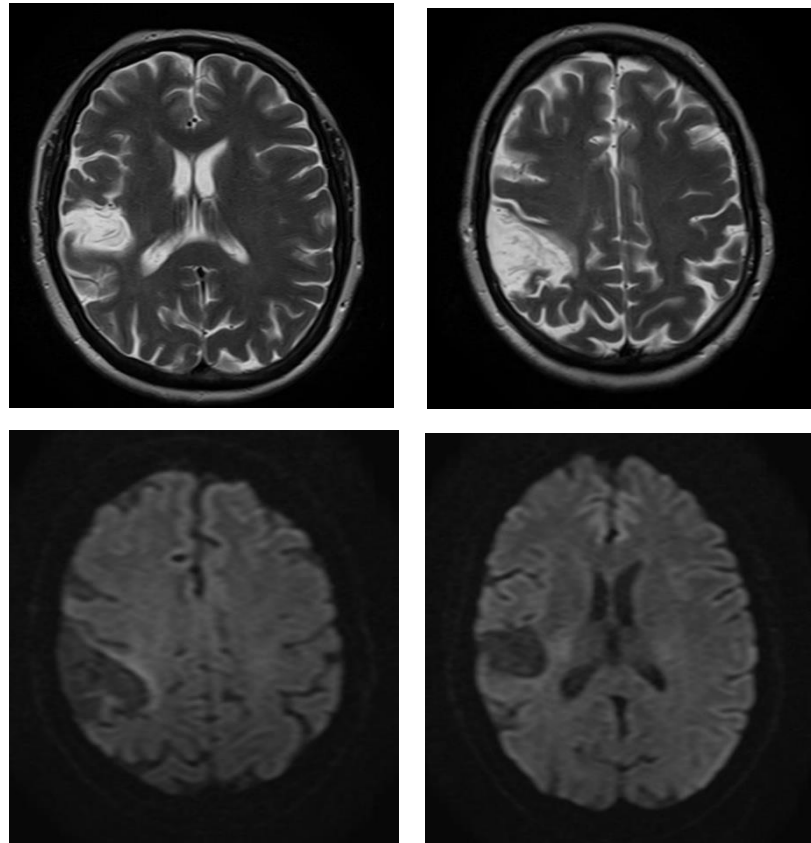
Рисунок А.2. МРТ головного мозга пациента. DWI- и T2- режимы, аксиальный срез. В кортикально-субкортикальных отделах правой теменной (преимущественно) и височной долях определяется зона рубцово-кистозных изменений размером около 39x46x71мм. Аналогичная зона определяется в конвекситальных парасагиттальных отделах правой лобной доли размером около 10x17x15мм (общим объемом инфаркта равен 27 см³ по данным DWI-режима и 42,3 см³ по данным T2-режима).
